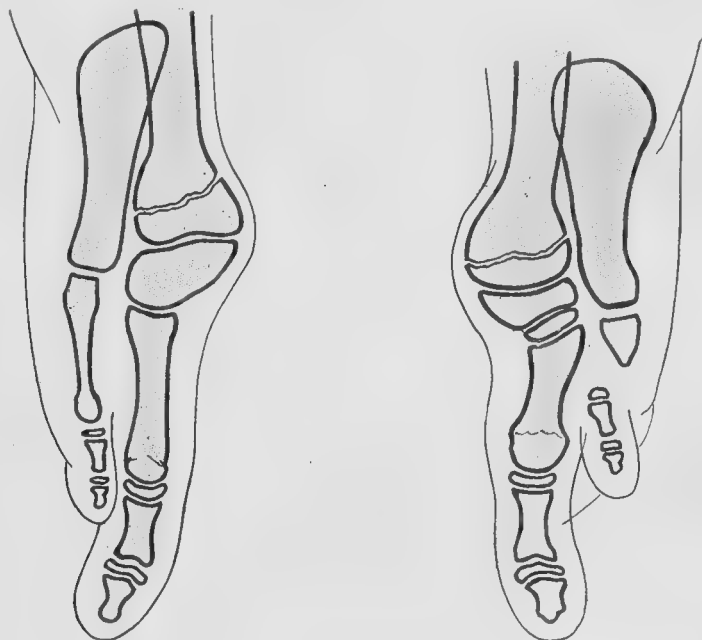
Radiographie des pieds.
